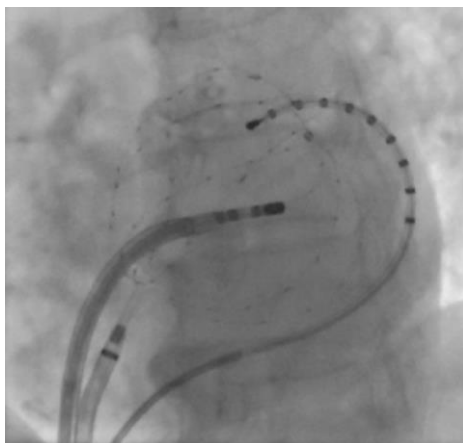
Röntgenbild mit Korbkatheter zum Rotorenmapping, Ablationskatheter im linken Vorhof sowie Multielektrodenkatheter in der großen Herzvene
